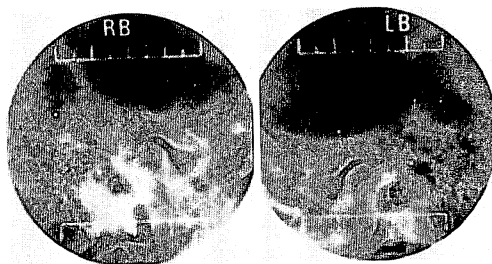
初診時の顎関節部X線写真 (Schüller氏法)。
